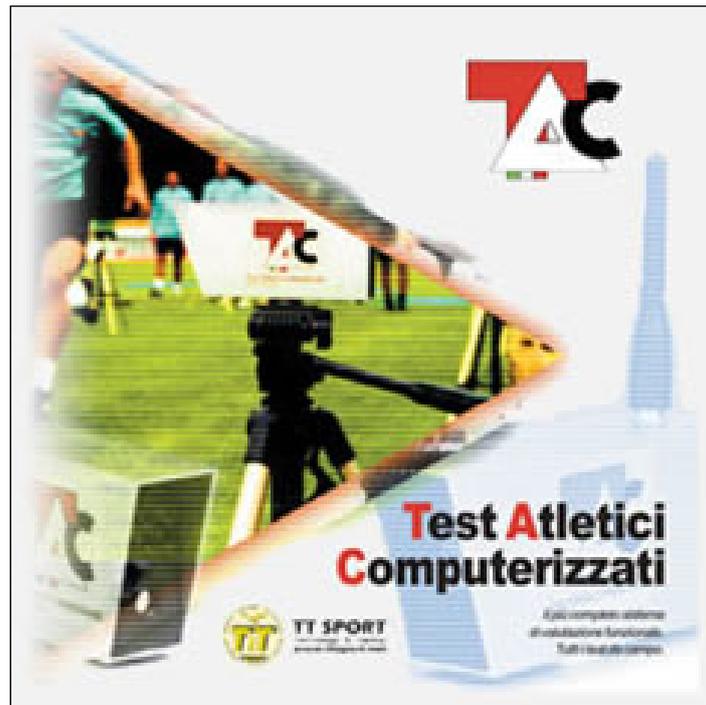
Fotocellule elettriche TAC TTsport per la rilevazione del tempo impiegato ad effettuare gli sprint.
